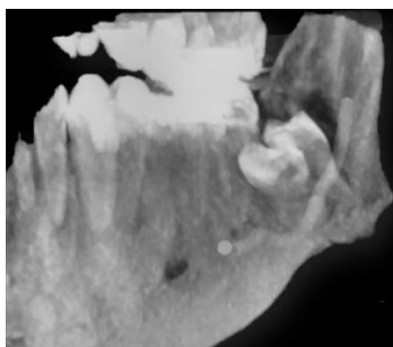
Vista panorâmica do dente e a linha de fratura associada por Tomografia Computadorizada. (Fonte: SILVA, 2020)
